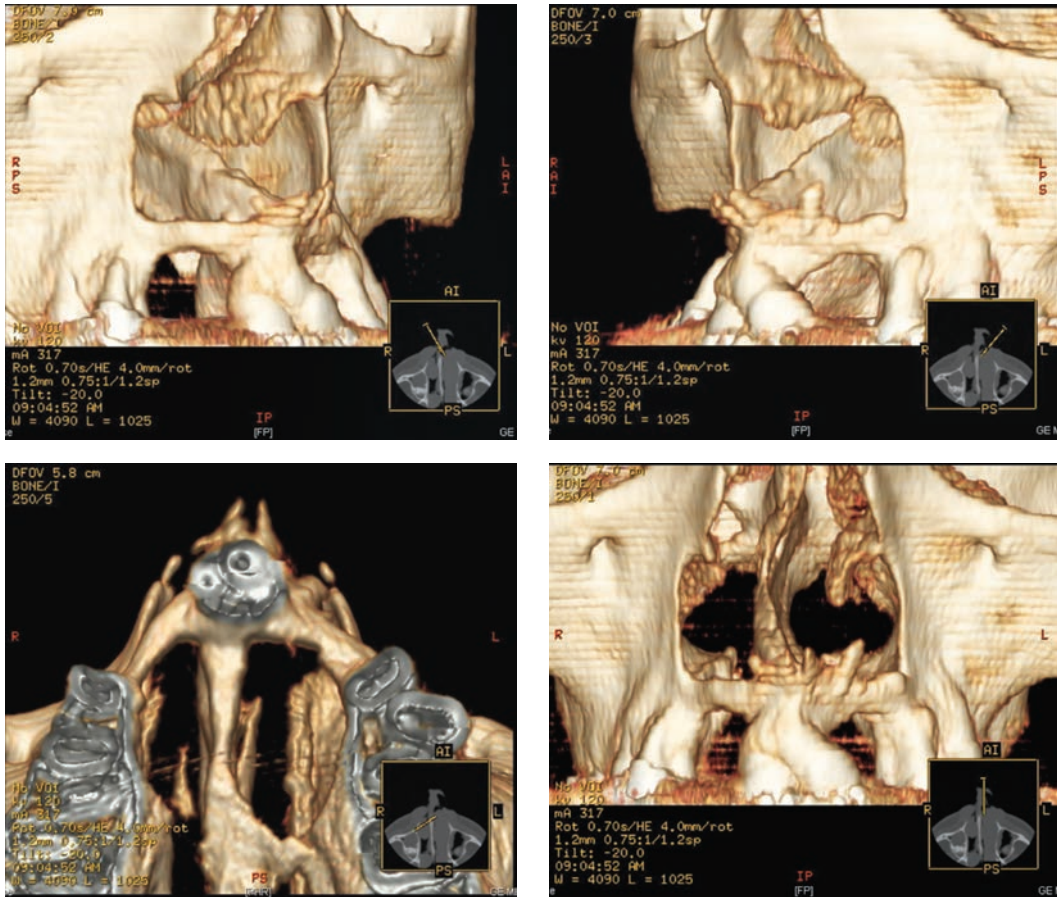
КТ-снимки в 3-D реконструкции верхней челюсти с костным регенератом после аутоостеопластики дефекта альвеолярного отростка пациента с ДСРГН в возрасте 17 лет
